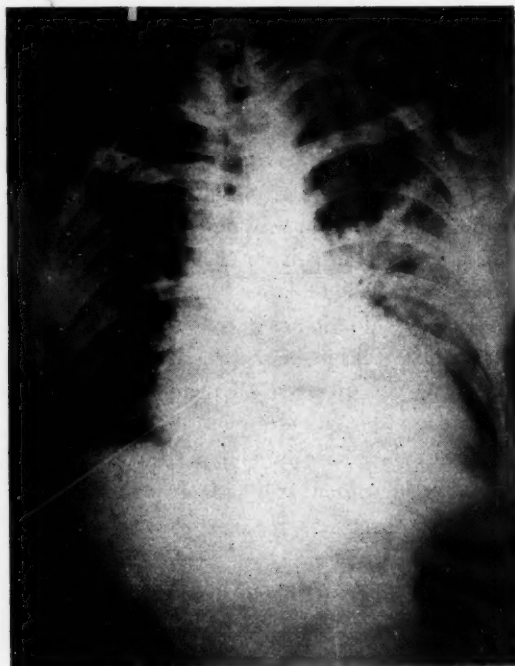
Observation II. — J.-B. L. La radiographie fait voir des contours cardiaques très agrandis et des ombres assez denses au tiers moyen de la plage pulmonaire gauche.
